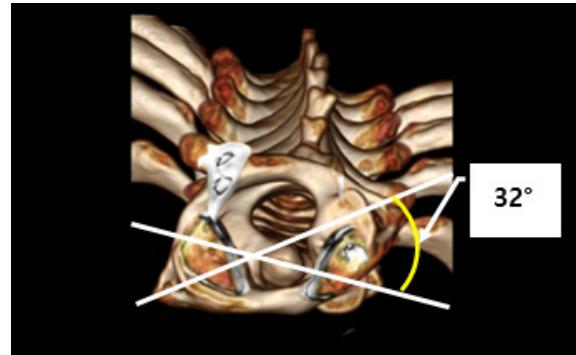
Computed tomographic scan discloses atlantoaxial rotatory fixation with persistent subluxation of right-side lateral mass of C1 on C2.
